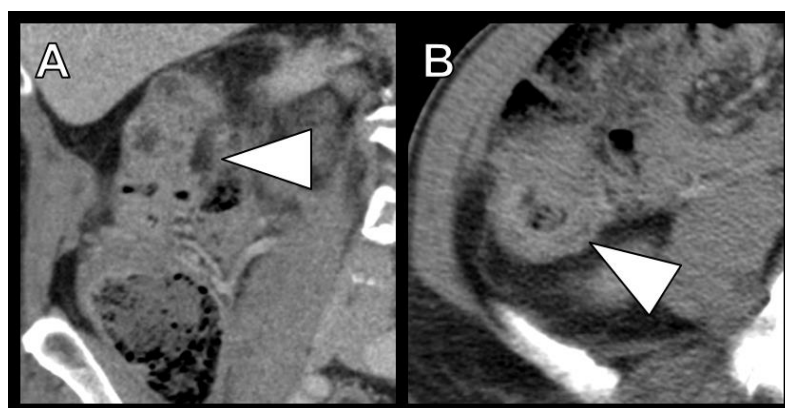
Falsch-positiver CT-Befund für Divertikulitis. 76-jähriger Patient. A: koronarer Schnitt, B: axialer Schnitt. Eine Divertikulitis konnte koloskopisch ausgeschlossen werden.
